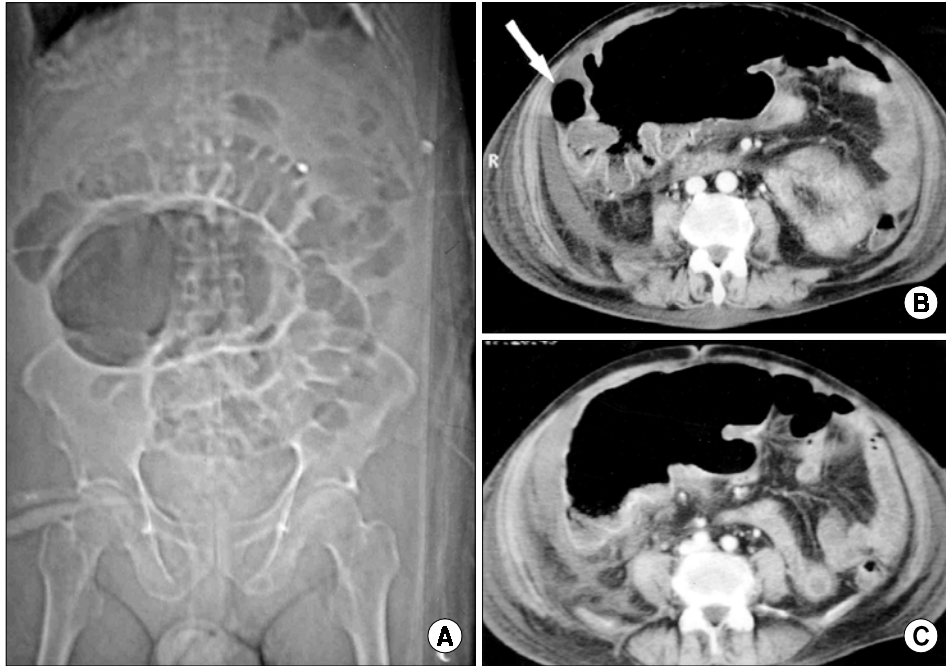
(A) Topogram of abdominal CT shows markedly dilated viscus in the mid abdomen, representing the obstructed cecum. Note displaced sigmoid colon and transverse colon due to dilatation of cecum. (B) Contrast enhanced CT scan at the level of mid abdomen shows marked dilated mass-like loop of bowel in the middle abdomen, presenting marked dilated cecum. (C) Contrast enhanced CT scan at level caudal to B shows air-filled dilated cecum and non-visualization of ascending colon just lateral to cecum.
